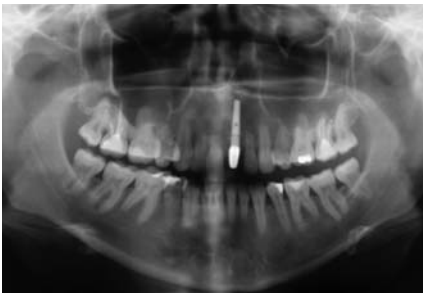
Röntgenbild verdeutlicht die Situation vor dem Einsetzen der definitiven Krone. – Abb. 15: Ergebnis nach Zementierung der definitiven Krone.
